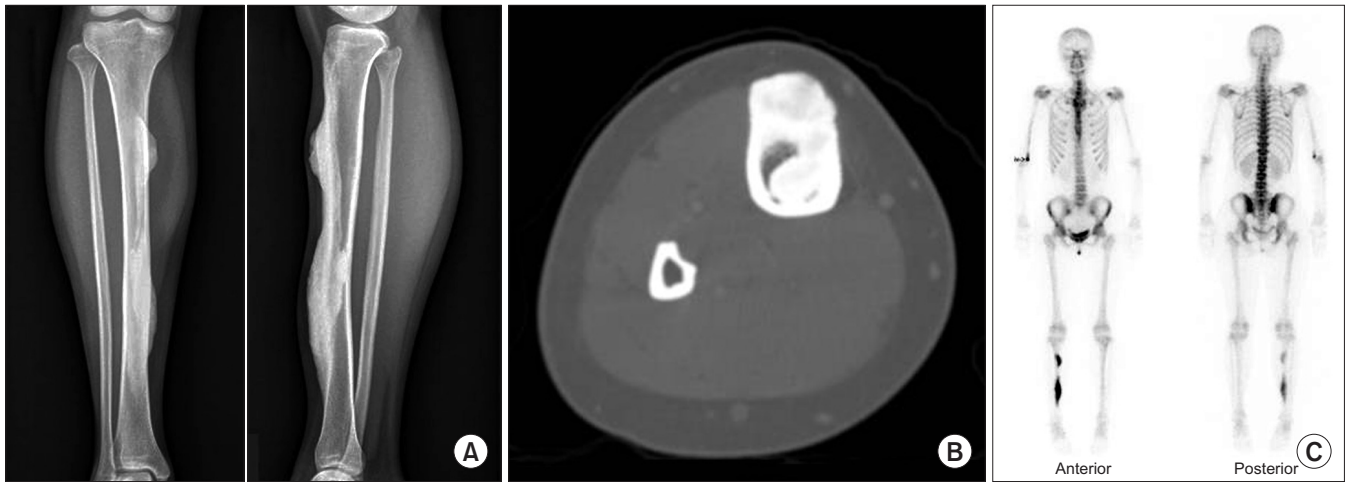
A 37-year-old female visited a hospital with palpable masses on the right calf proximal one third and distal one third area. (A) Plain radiographs show cortical hyperostosis and intracortical expansion, involving the right tibia anterior and medial aspects. (B) Computed tomography shows a sclerotic change in the right tibia anterior and medial aspects. (C) Whole body bone scan shows an increased activity corresponding to the sclerotic lesions site.
